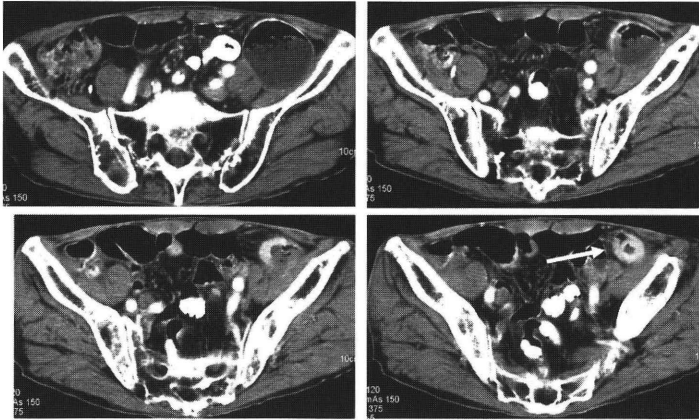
腹部造影 CT 写真：著明に造影される限局性の小腸壁肥厚像を認める。
